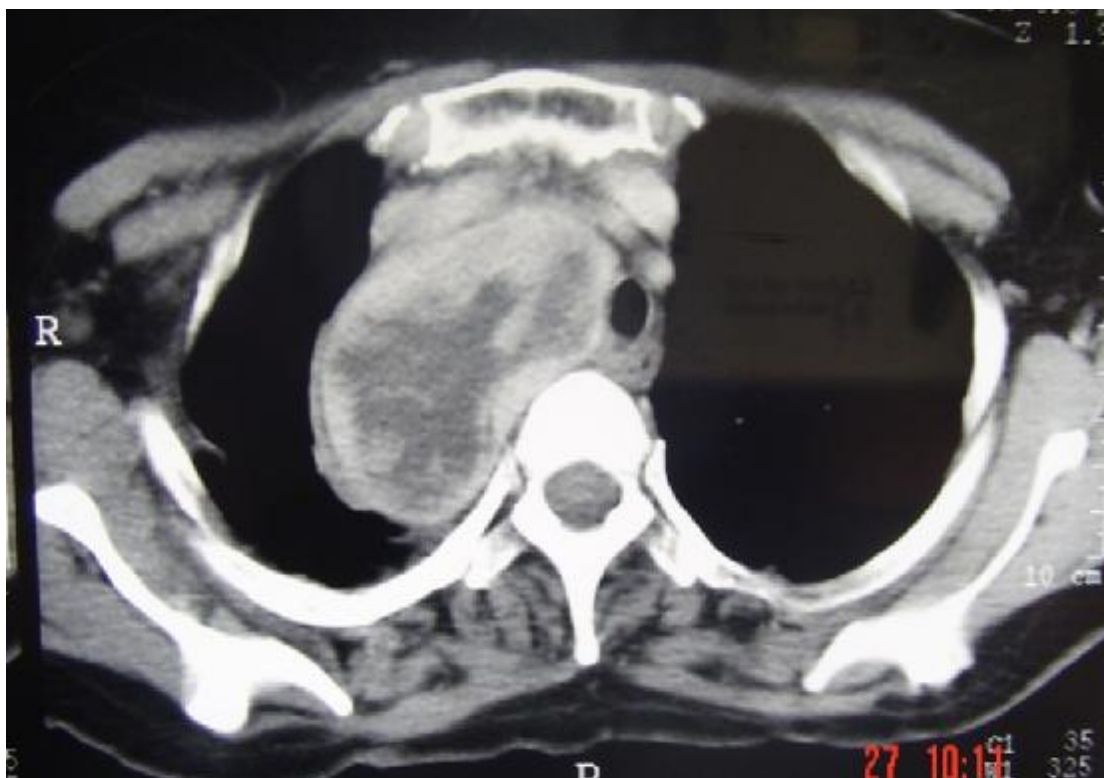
TDM thoracique en coupe axiale : goitre cervicothoracique avec compression trachéale.
